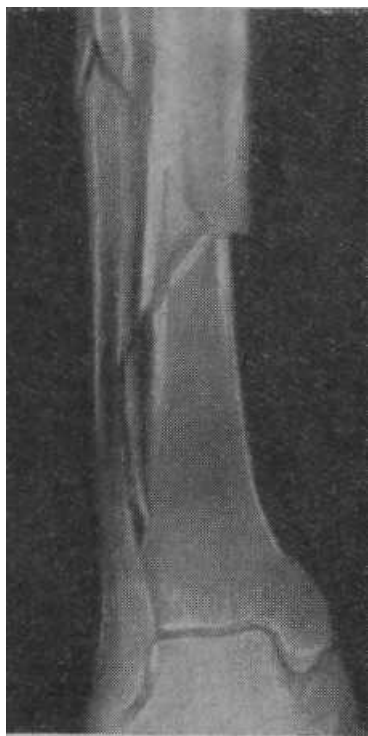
Фотокопия рентгенограммы костей голени при бампер-переломе. Клиновидной формы оскольчатый перелом обеих костей правой голени в средней трети.
